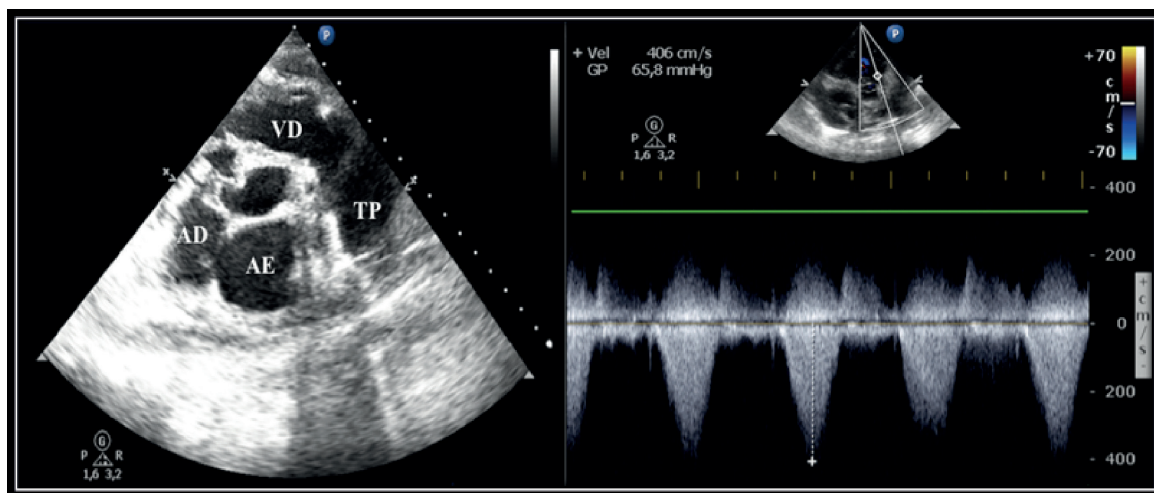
Pós-operatório. Ecocardiografia transtorácica bidimensional por janela paraesternal eixo curto mostrando ausência de vegetação na via de saída do ventrículo direito (VD); o Doppler de onda contínua revelou gradiente pressórico máximo entre via de saída do VD e tronco pulmonar (TP) de 65 mmHg. AD: átrio direito; AE: átrio esquerdo.
